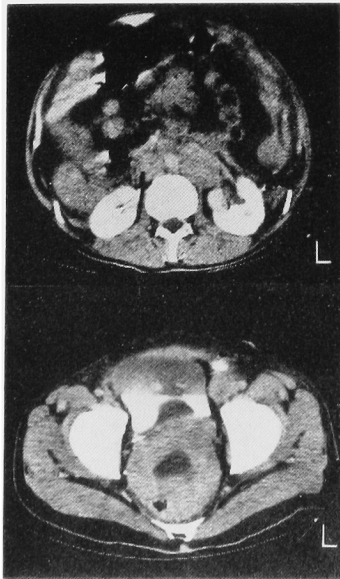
CT scan, before treatment. Retroperitoneal lymph node swelling and giant mass around the rectum can be seen.
